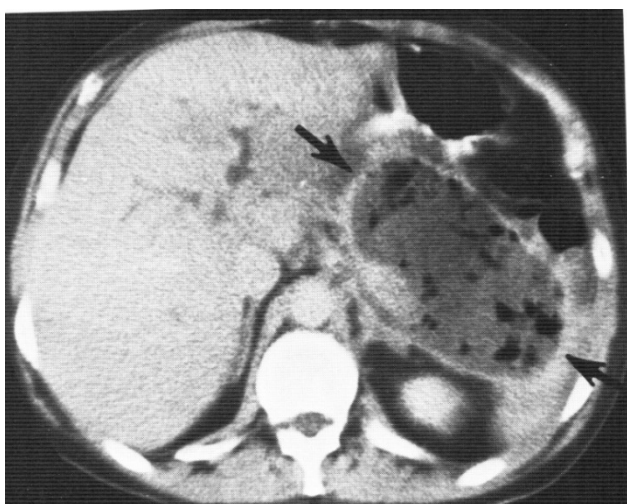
Комп'ютерна томограма: формування панкреатичного абсцесу в ділянці хвоста підшлункової залози
